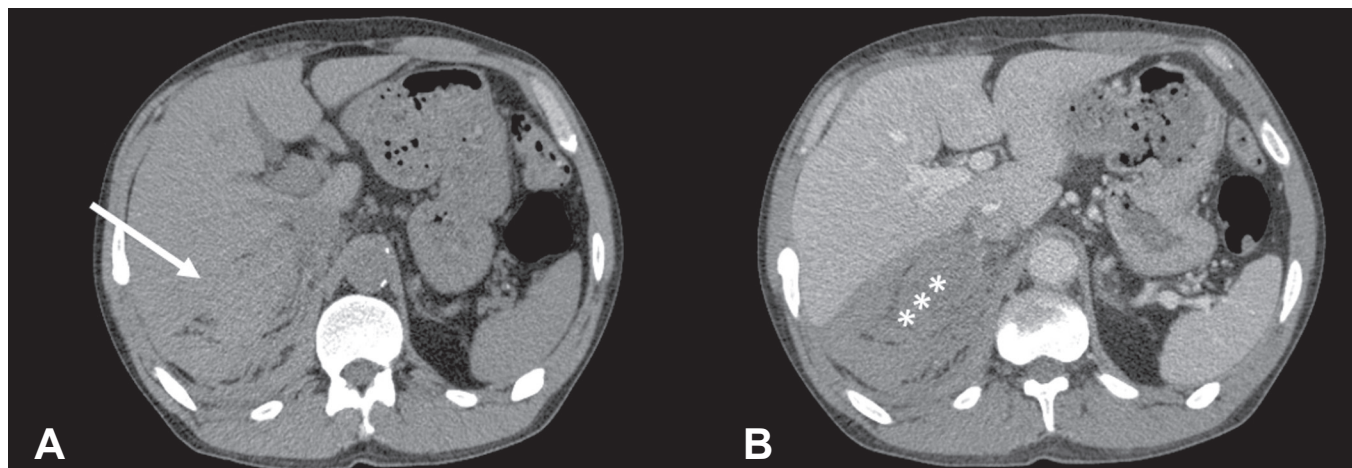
TC de abdome axial revela massa na adrenal direita, irregular e mal delimitada (seta) (A), sem realce após utilização de contraste (B), medindo 6,0 × 6,0 × 4,0 cm (asteriscos).
